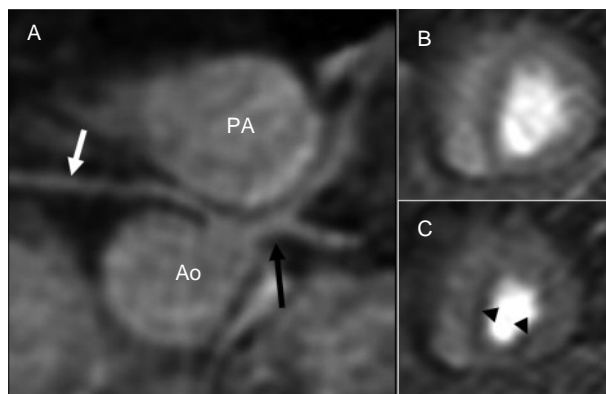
Patient 1: Anomalous origin of RCA from left main trunk. A: Whole heart imaging (Soap bubble). Anatomic representation of the origins of the anomalous right coronary artery. The anomalous artery (white arrow) follows an interarterial course between the aortic root and the right ventricular outflow tract. Left main trunk is black arrow. Perfusion MRI of short axis of left ventricle (B: rest, C: stress). Perfusion defect is seen from the inferior septum to the apex at stress (triangles). RCA: right coronary artery, Ao: aorta, PA: pulmonary artery
